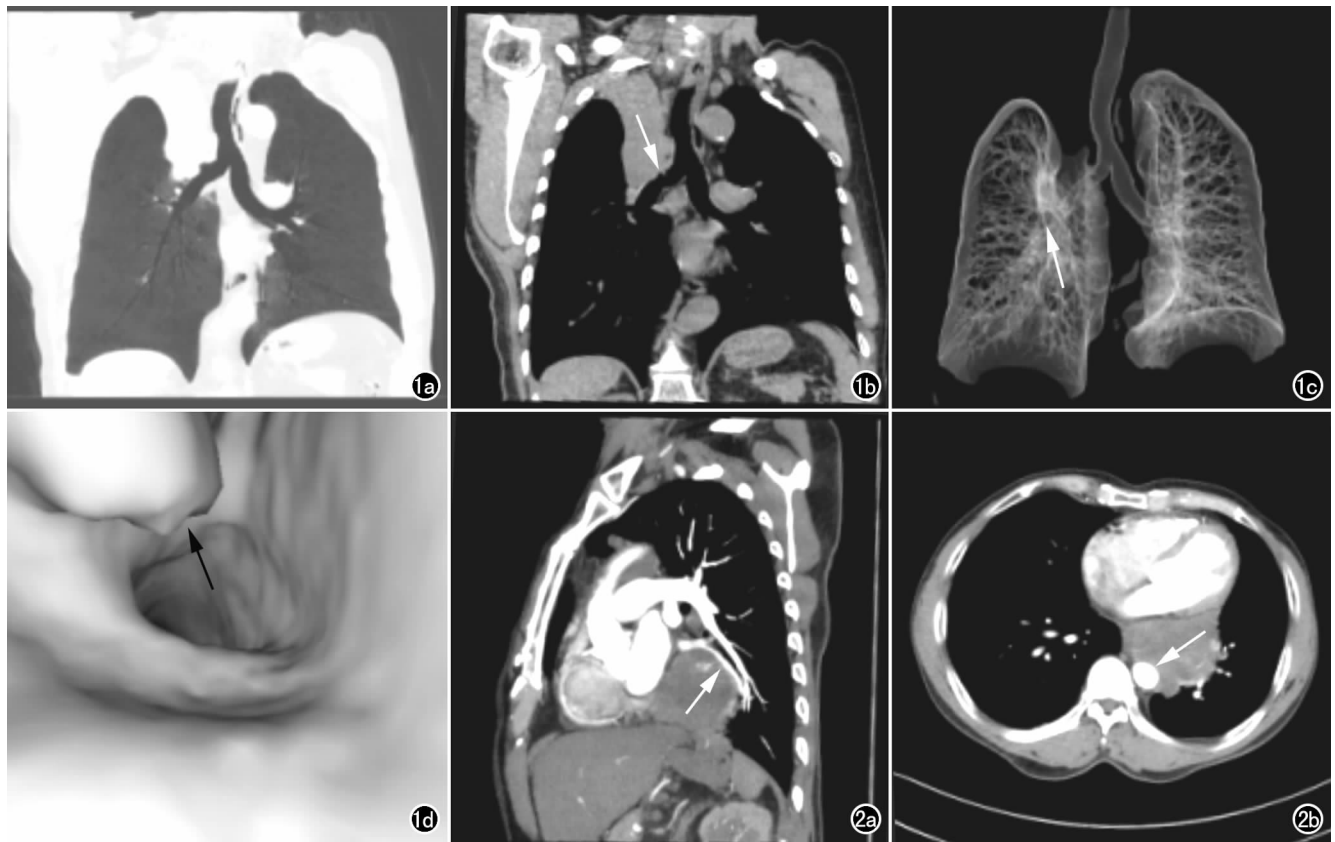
右上中央型肺癌侵犯支气管。a) MinIP 图示右上支气管开口明显狭窄并右上肺不张; b) MPR 图纵膈窗示软组织密度肿块影及右上支气管开口明显狭窄(箭); c) VR 图可清晰显示右上支气管开口结节状肿物(箭); d) CTVE 图示右上支气管开口结节状肿块(箭)。 图2 左下中央型肺癌侵犯血管。a) MPR 图示肿块侵犯左下肺静脉(箭); b) CT 横轴面图像示肿块侵犯胸主动脉(箭)。
